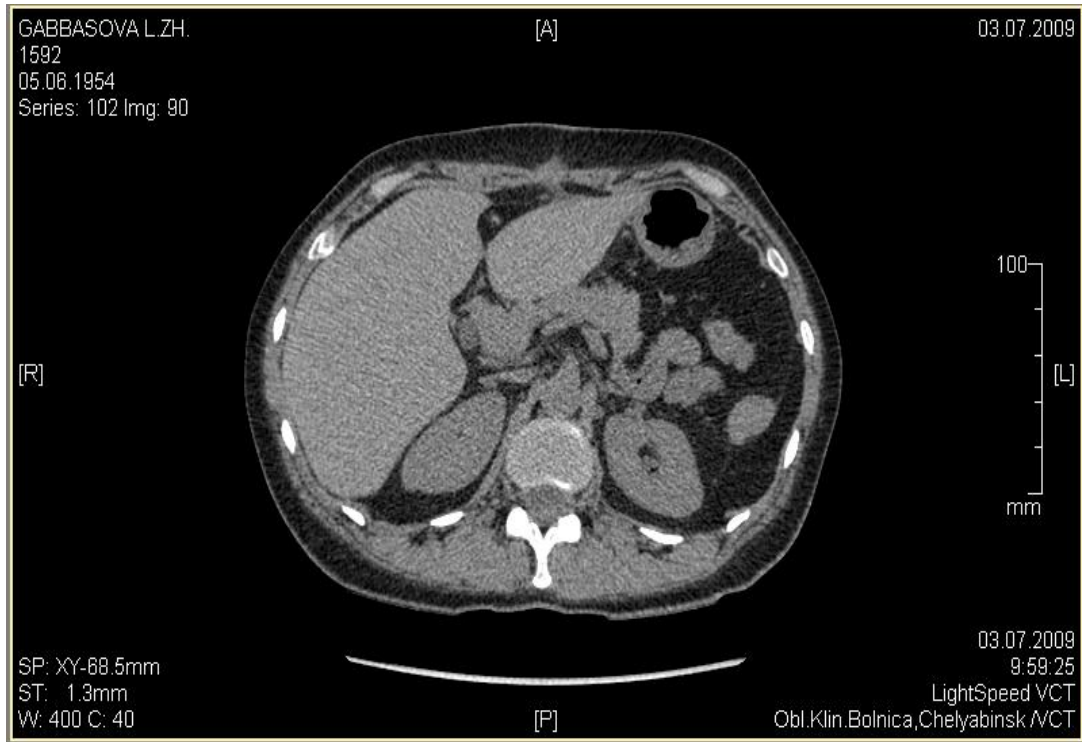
МСКТ поджелудочной железы больной Г. 55 лет, через 3 месяца после лазерной туннелизации ПЖ. Определяется повышение денситометрической плотности ПЖ.
